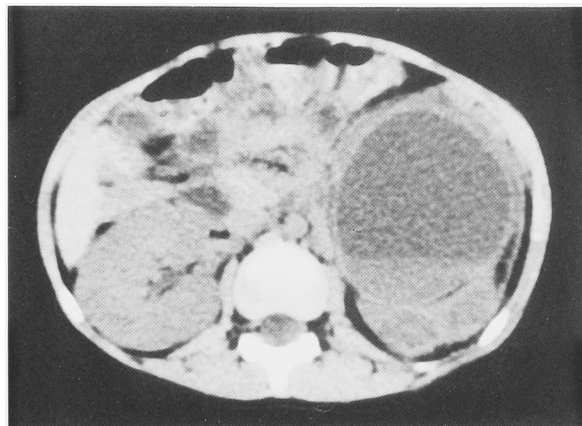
Abdominal CT showed marked hydronephrosis on the left kidney and compensatory hypertrophy of the right kidney.
